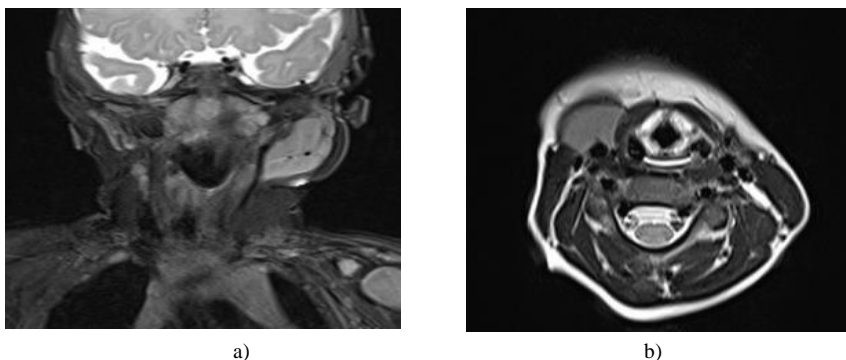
a - Timusul ectopic cervical pe dreapta (băiat de 5 ani cu durere cronică cervicală și edemul cervical). Formațiune bine delimitată pe partea dreapta a gâtului, sub glanda submandibulară dreaptă, anterior de peretele arterei carotidă, fără efectul pronunțat de masă. Formațiunea este izoecogenă cu glanda timus în toate proiecțiile, CT.
